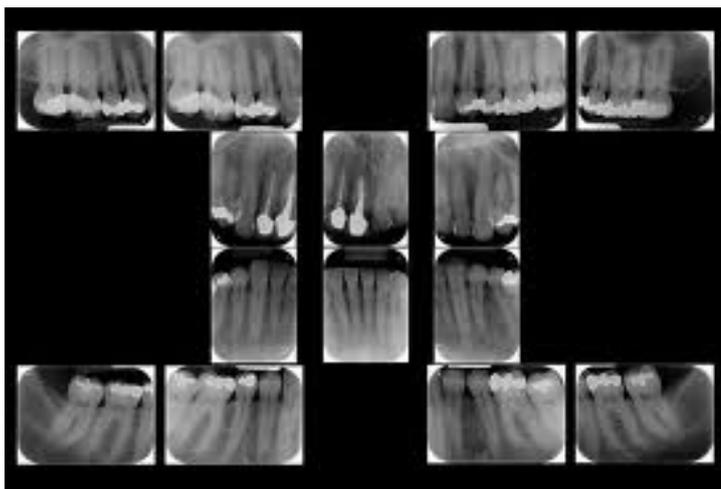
Serie radiográfica periapical.
